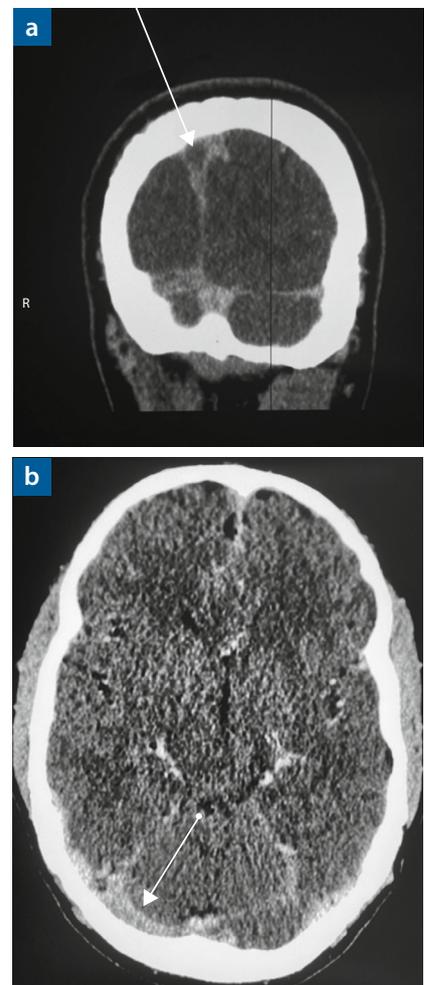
Thrombotischer Füllungsdefekt im Sinus sag. superior (a, Pfeil) und Sinus transversus links (b, Pfeil) in der CT-Venografie eines Patienten mit VITT-assoziiertes CVT.
